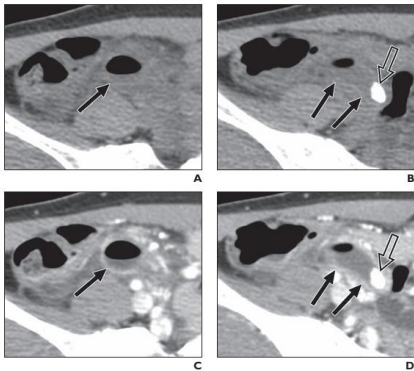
Mujer de 21 años de edad con apendicitis aguda y el índice de masa corporal de 17.4. A-D, Tomografía computada de dosis baja sin contraste (A y B) y tomografía con dosis estándar y con contraste IV (C y D) Las tomografías computarizadas muestran apéndice transversal aumentada de diámetro (flechas sólidas) que contiene aire y apendicolito (flechas abiertas).
